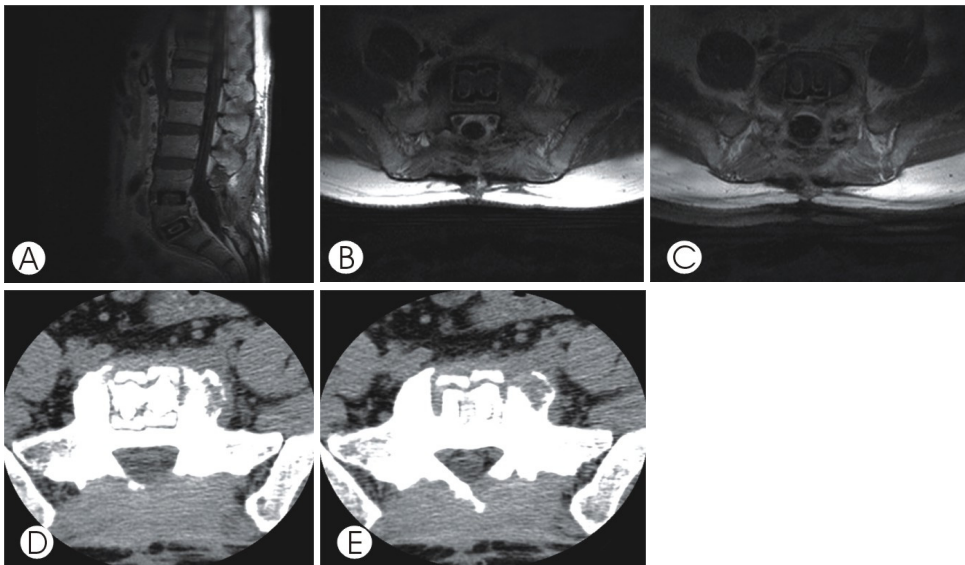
54 years old female patient who underwent posterior lumbar interbody fusion at L4-5, L5-S1 segment with carbon cage had deep wound infection at operation site. This patient underwent a revision surgery at operation site and controlled wound infection after closed continuous irrigation. 1 month after discharge, this patient came to our institute again due to severe back pain and fever, so we rechecked MRI and CT image with enhance. T1-enhanced sagittal cutting MRI image shows the enhancement around the cage of L5-S1 segment (A). T1-enhanced axial MRI images show the enhancement around the cage of L5-S1 segment (B), (C). CT with enhance images show the enhancement around the cage of L5-S1 segment (D), (E).
